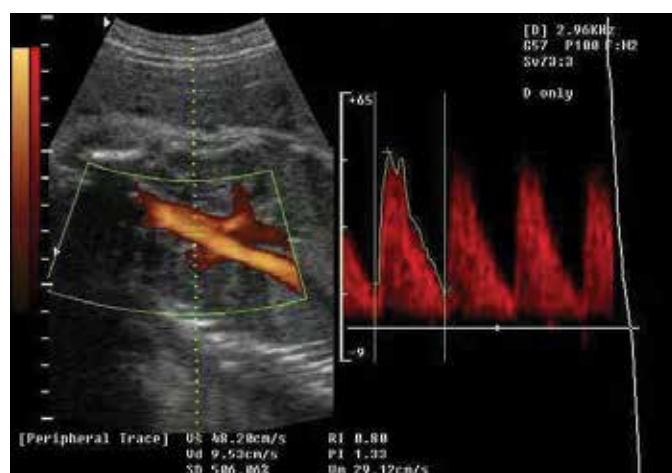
Traçado Doppler da Artéria Cerebral Média Fetal
